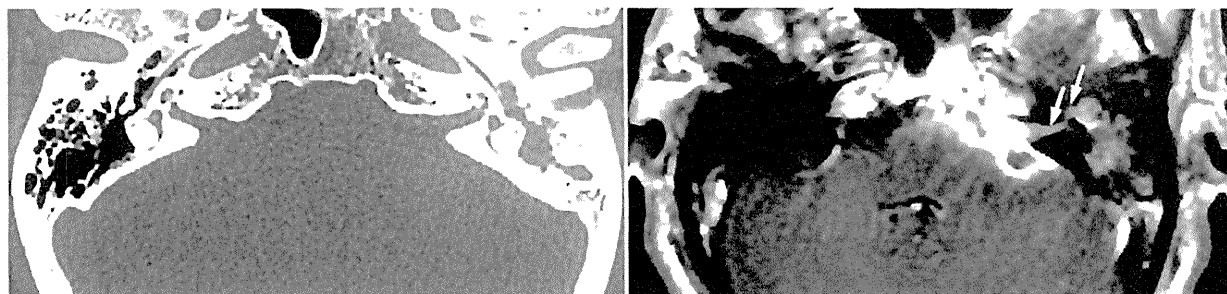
症例 5 の軸位 CT と軸位造影 MRI 所見
